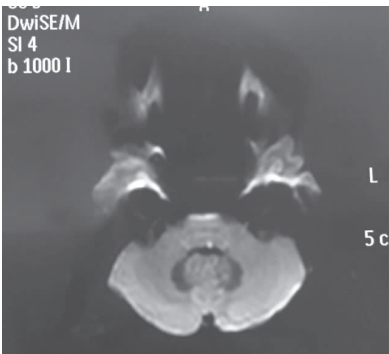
头 MRI-DWI 示左侧面丘异常高信号
